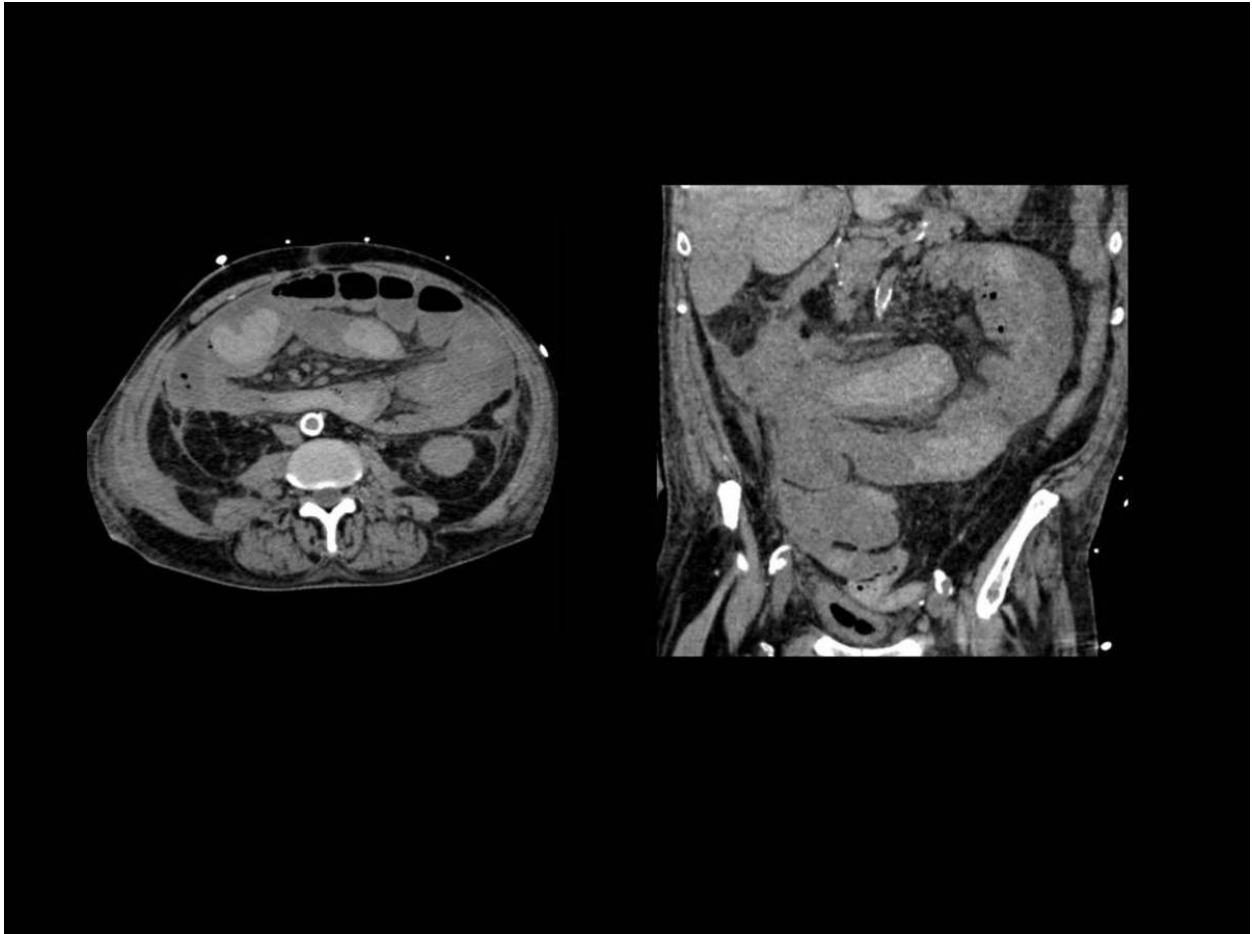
Figura 2. TC basal. Hematoma intraluminal en colon descendente (63-UH)
